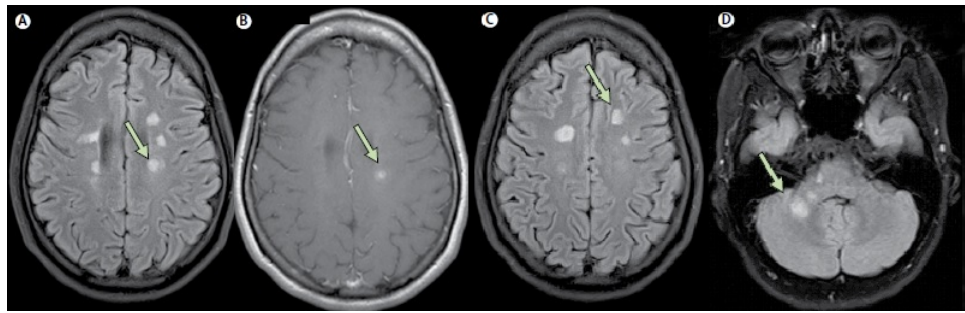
Lesões aparentes em MRI: as setas indicam, em A, lesões periventriculares, em B, uma lesão periventricular em destaque, em C, lesões justacorticais e em D, lesões na região infratentorial [13].
